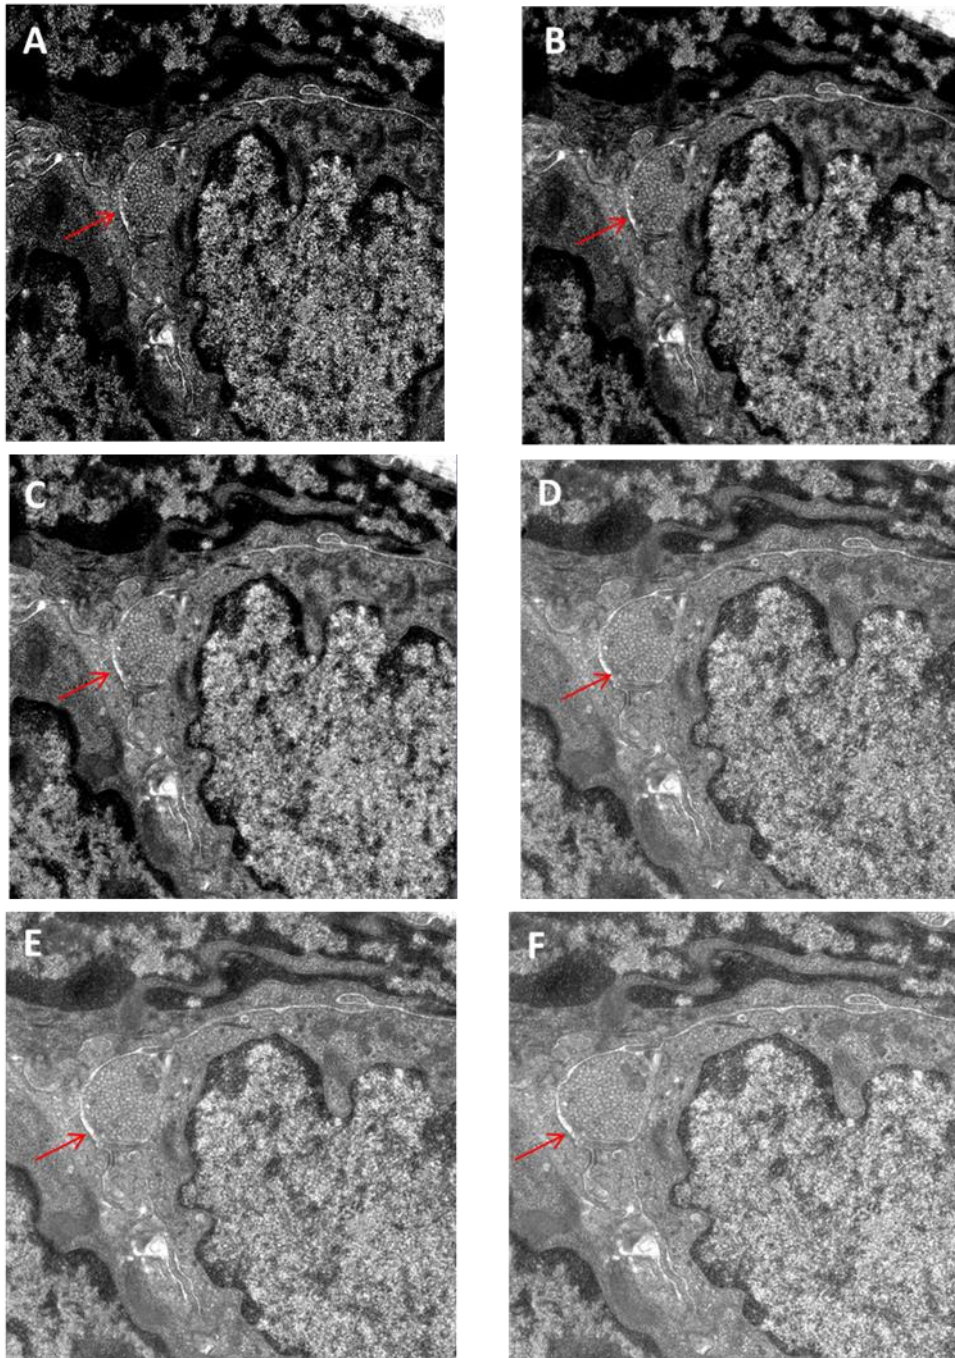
Ausschnitt aus einer Tilt-Serie der 3-D-Tomographie
